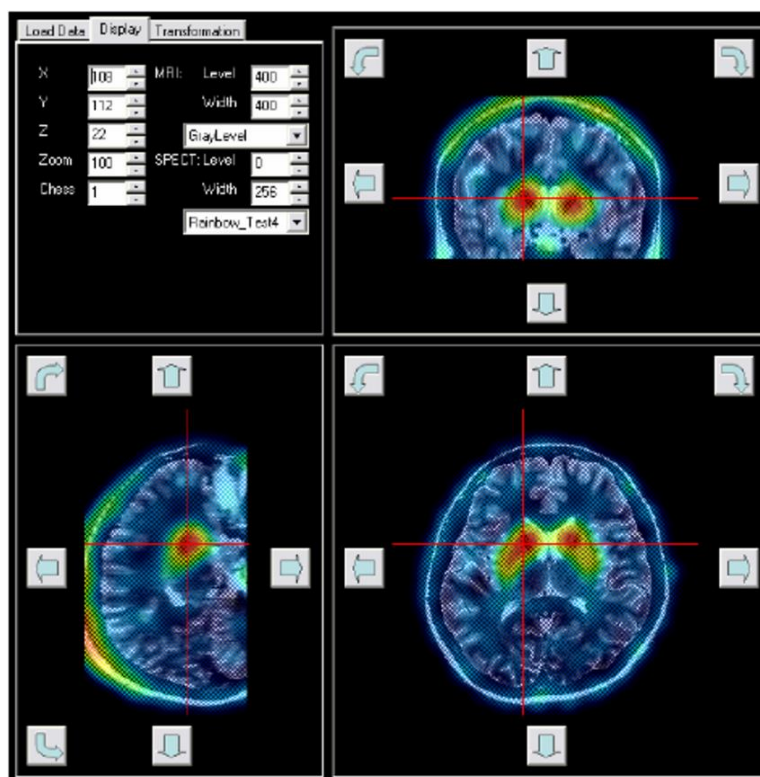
Ручна реєстрація МРТ та СПЕКТ [9]
